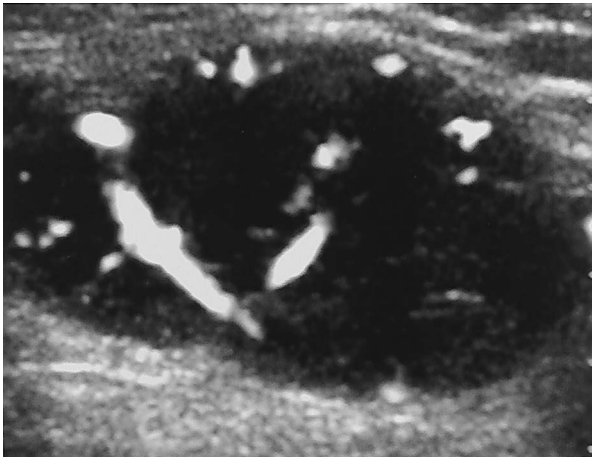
Doppler echo of abdominal wall: subcutaneous solid mass in blood flow.
